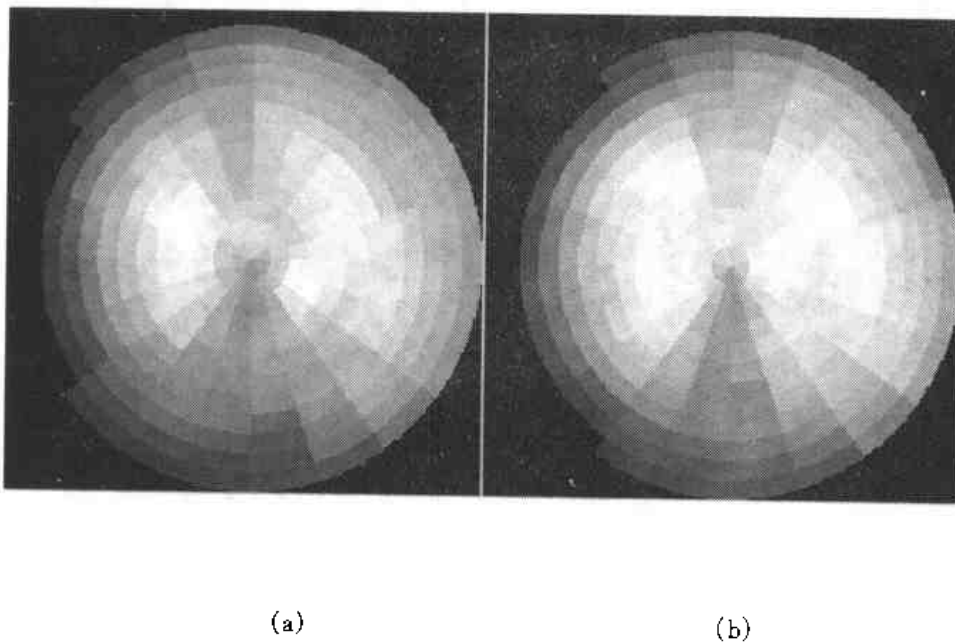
配准后的 REST/STRESS SPECT 心肌灌注图像的靶心图显示，其中，(a) 为 REST、(b) 为 STRESS。
